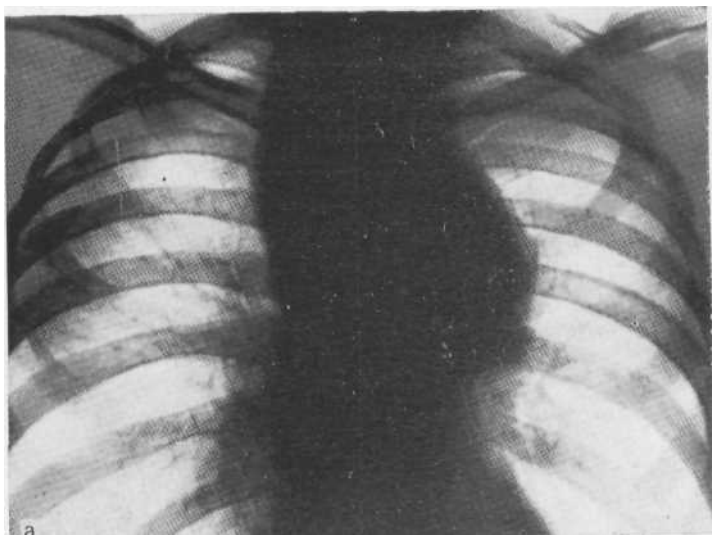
Обзорная рентгенограмма (а) и томограмма в косой проекции (б). Смещение и сдавление трахеи и левого главного бронха. Аневризма левой дуги аорты.
